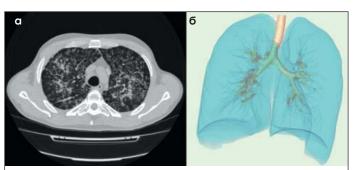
Преобразование КТ-данных в формате DICOM (a) в 3D-модель органов грудной клетки (б)
